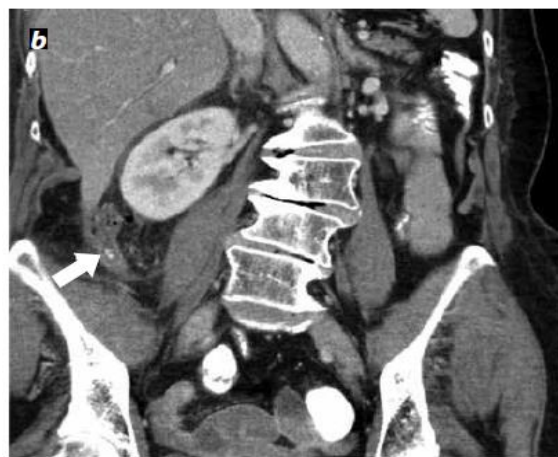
Imagen de una TC con medio de contraste en el plano axial (a) y coronal (b).
